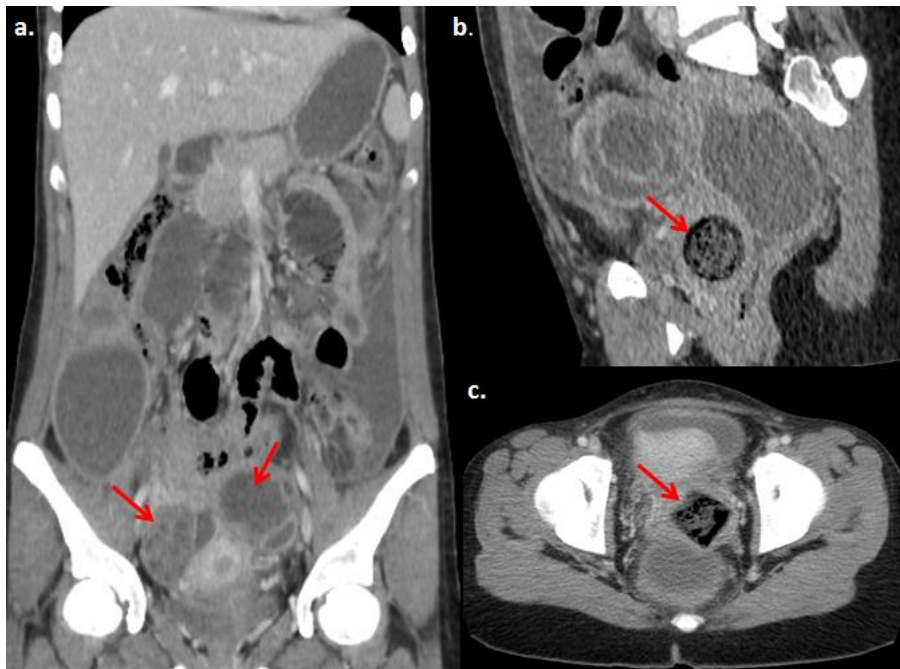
TC abdomen con CIV. (a) Reconstrucción coronal. Dilatación de asas y colecciones anexiales. (b) Reconstrucción sagital. Lesión con patrón en miga de pan. (c) Corte axial. Cuerpo extraño.
